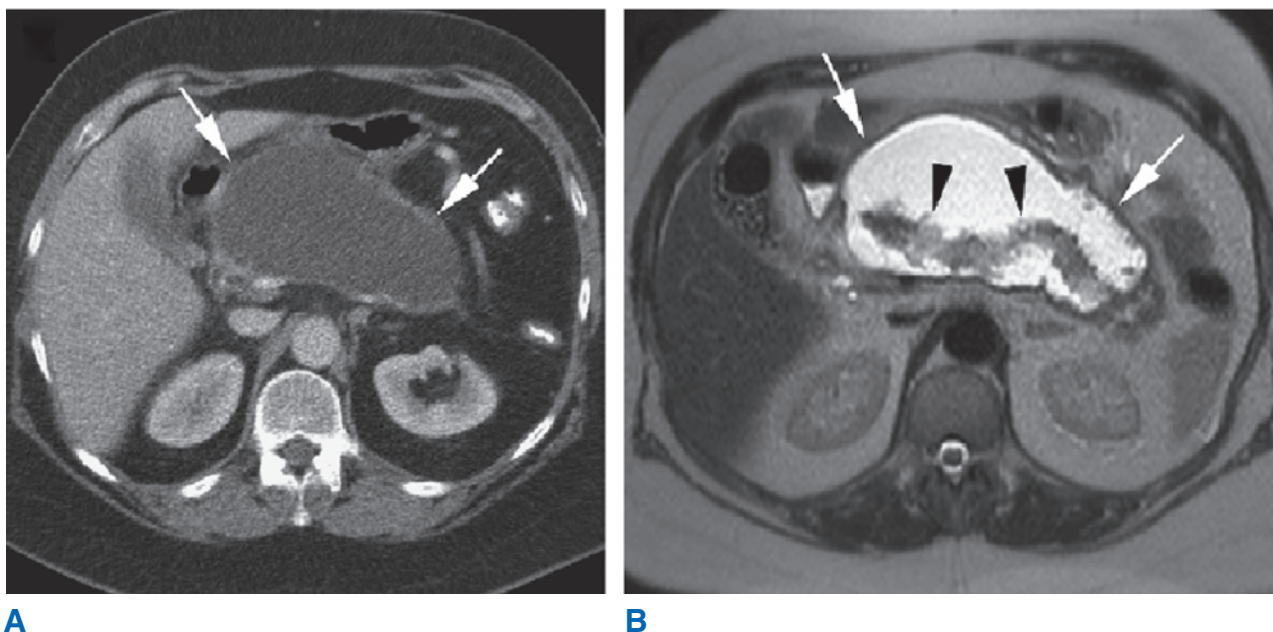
Imágenes de CT (A) y MR (B) correspondientes a un paciente con pseudoquiste sintomático. La CT revela una acumulación de líquido homogénea, bien circunscrita (flechas) que ejerce un efecto de masa en el antro gástrico. La resonancia magnética con reforzamiento T2 distingue con claridad el páncreas necrótico (flechas negras) del líquido (flechas blancas). (Reproducida con autorización de Bollen TL et al. *Imaging of acute pancreatitis: Update of the revised Atlanta Classification*. Radiol Clin North Am. 2012;50:429. Copyright Elsevier.)
